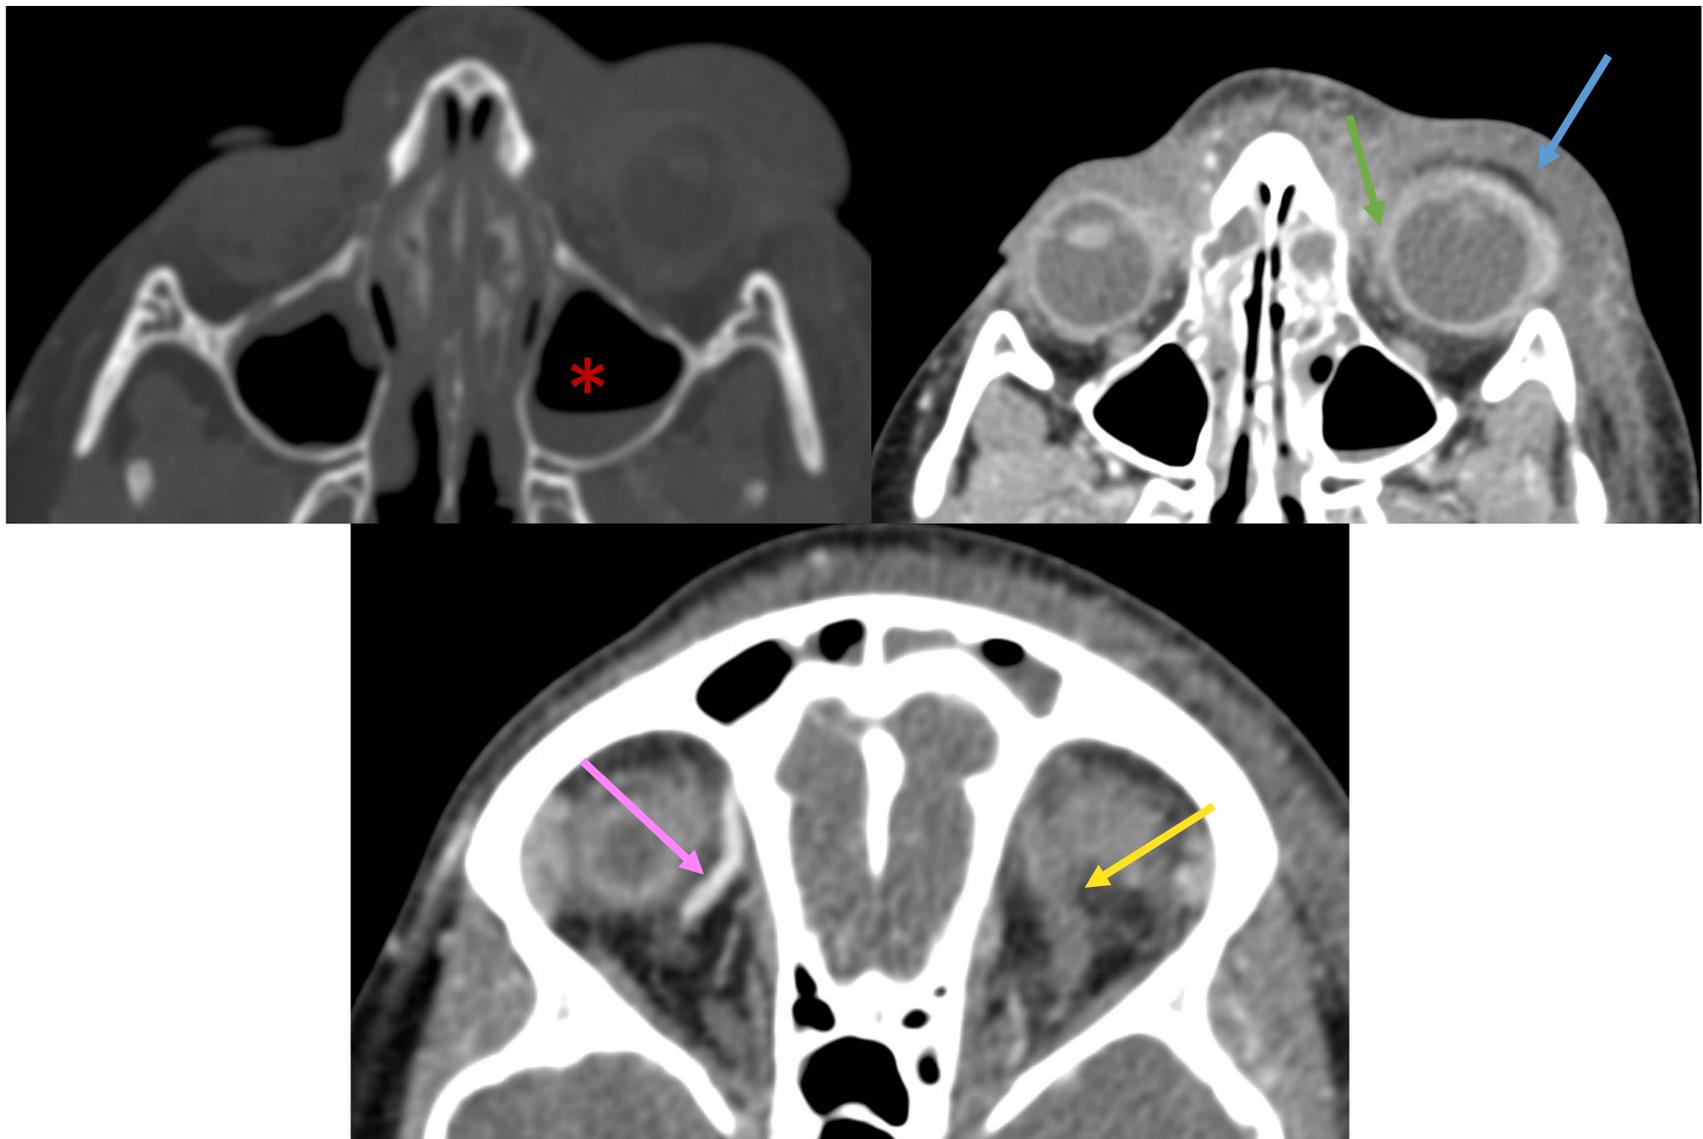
Celulitis postseptal complicada con trombosis de la vena oftálmica. Paciente de 27 años con celulitis postseptal diagnosticada clínicamente en donde interesa descartar complicaciones. Se protocoliza TC craneal con CIV en fase venosa portal donde se observa ocupación con nivel hidroaéreo del seno maxilar izquierdo compatibles con sinusopatía aguda (*), marcado aumento de partes blandas anterior al septo orbitario de predominio en el lado izquierdo (→) que asocian cambios densitométricos de la grasa intraorbitaria (→). Estos hallazgos se acompañan de una ausencia de tinción de la vena oftálmica superior izquierda con aumento de calibre de esta (→). Se demuestra que la vena del lado derecho se rellena de contraste (→)
